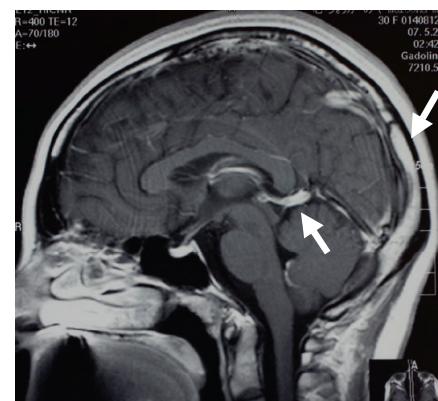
造影頭部 MRI (矢状断) にて脳深部静脈の拡張を認める
